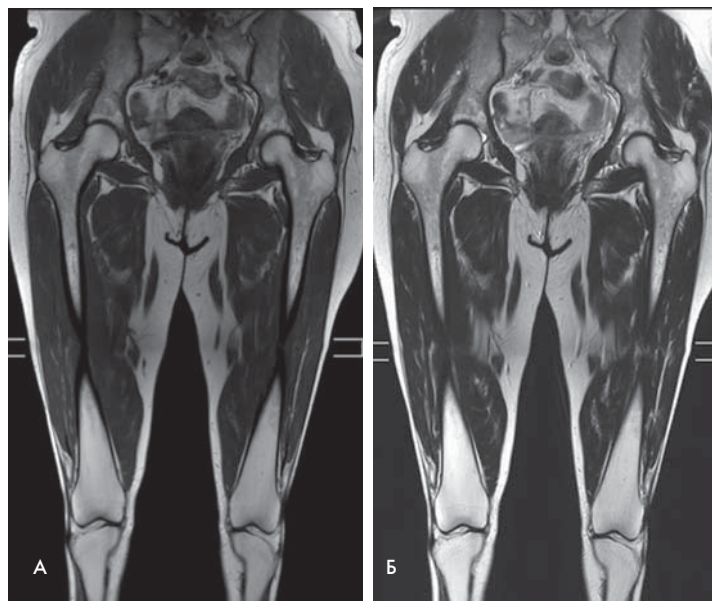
МРТ (T1-ВИ (А) и T2-ВИ (Б) режимы) больного без специфической инфильтрации костного мозга
